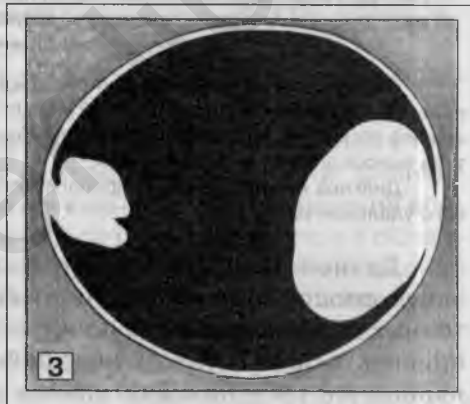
ТВ-УЗИ. Две внутрикистозные папилломы.
